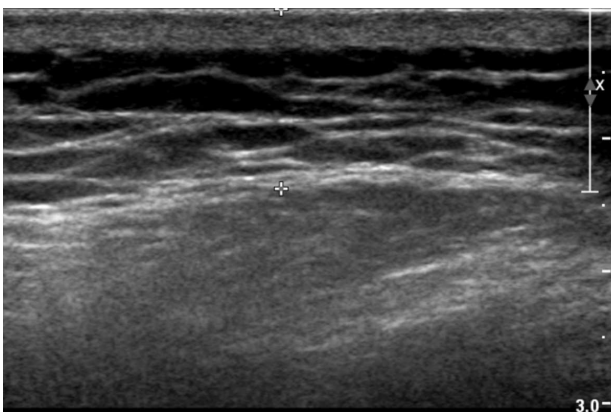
Axial ultrasonic image of gluteal site.
